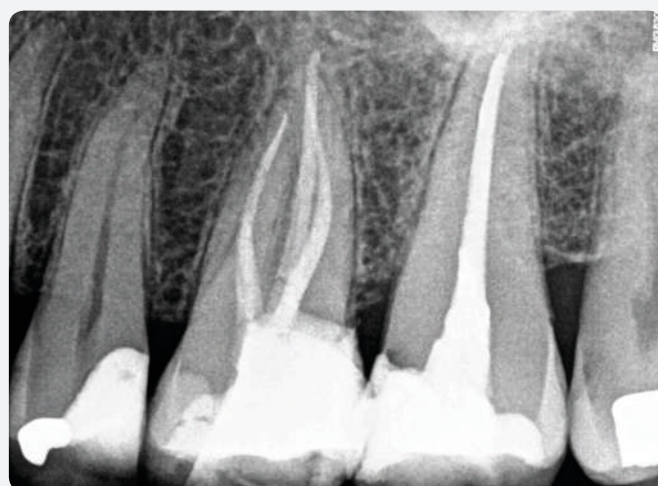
Radiografía final ortorrional con obturación definitiva.
